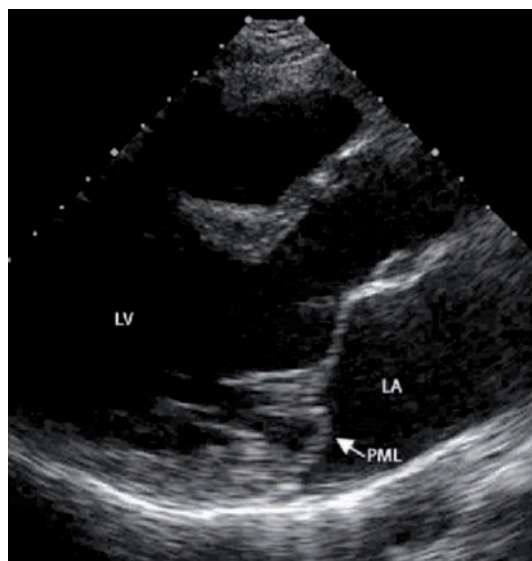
Proiezione parasternale asse lungo con evidenza di prolasso del lembo mitralico posteriore (PML). Lancet 2005; 365: 507-518.
